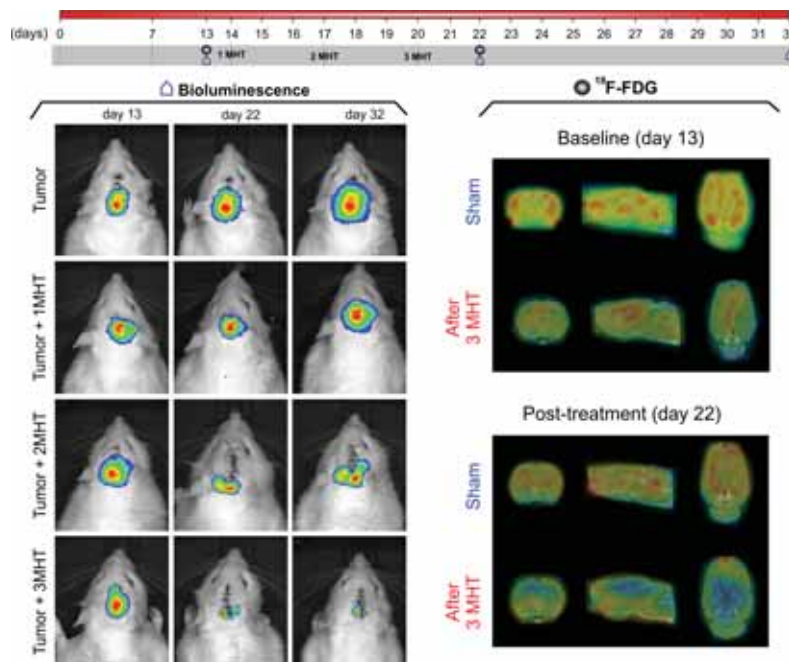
Avaliação do processo terapêutico MHT em múltiplas aplicações por BLI e 18 F-FDG-PET
